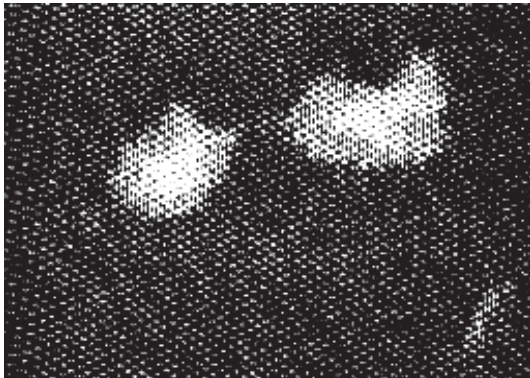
Гамма-сцинтиграфія підшлункової залози.
